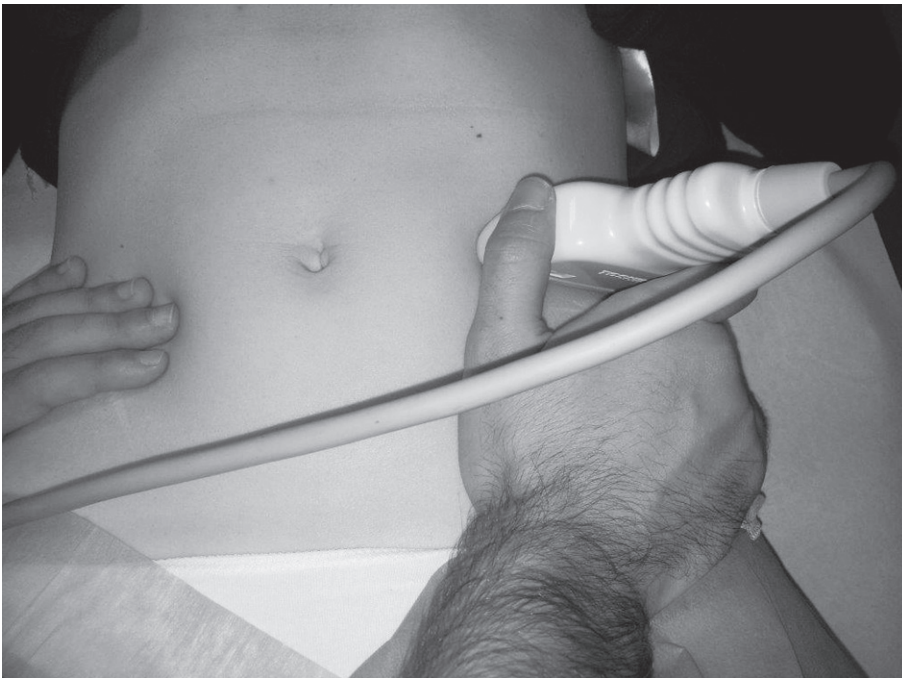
Imagen de aplicación de ecografía funcional sobre músculos de pared abdominal en un plano transversal, anteroposterior.
